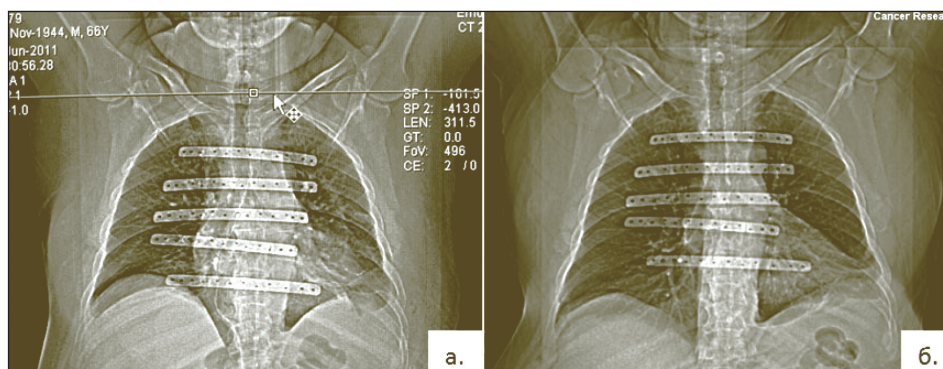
Послеоперационный контроль. Обзорная рентгенография грудной клетки. Через 4 сут (а). Через 4 года (б)
